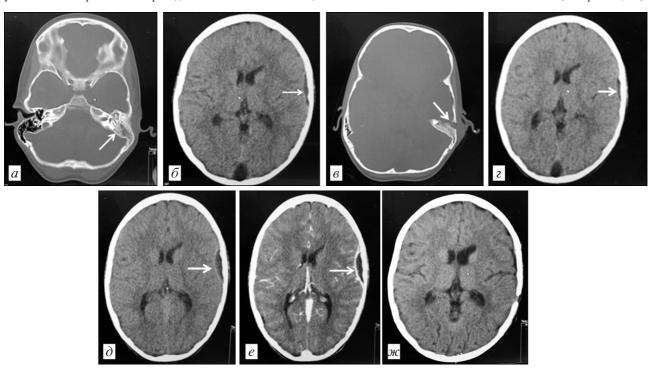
Компьютерная томограмма пациентки П., 9 лет.
